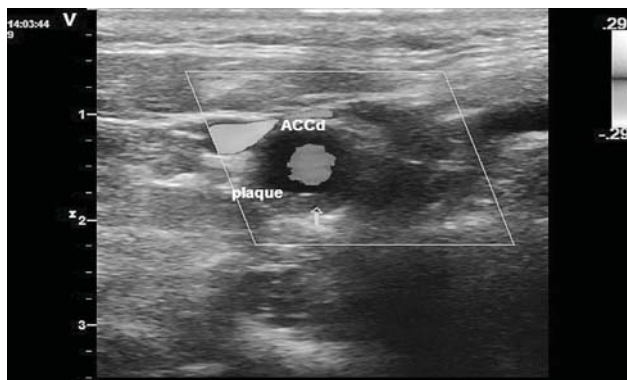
Ecografia Doppler color – secțiune transversală (placa de aterom hipoeogenă).
